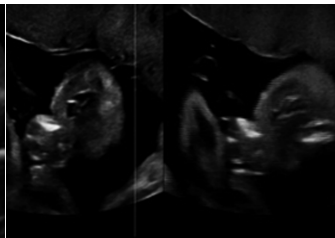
超声示口唇冠状切面见胎儿口唇增厚、口裂大
